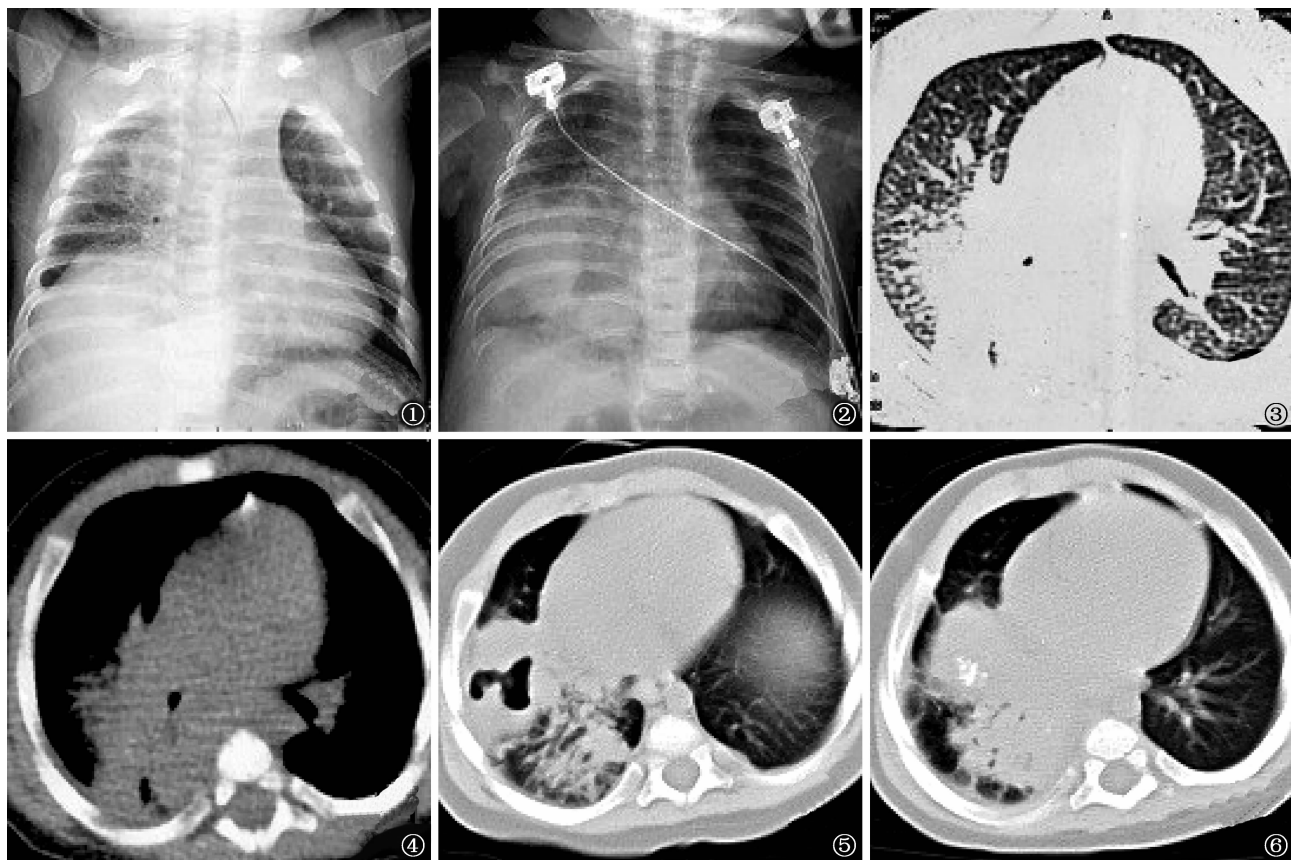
~6 患儿,女,6 月龄。确诊为 MDR-TB,均为 2018 年胸部 X 线摄影(简称“胸片”)或 CT 扫描图像。图 1 为 5 月 9 日胸片检查,可见双肺纹理增粗,右肺透亮度减低,右肺野内中带可见片状阴影。图 2 为 5 月 20 日胸片复查,示双肺渗出减少,右肺上野内中带原片状阴影范围缩小,右肺中下野片状阴影范围增大。图 3、4 为 5 月 20 日胸部 CT 扫描,示双肺粟粒状影、右肺中下叶实变影,胸腔少量积液。图 5 为 6 月 26 日胸部 CT 复查,示右肺下叶不规则厚壁空洞,右肺中叶及下叶实变影。图 6 为 8 月 26 日胸部 CT 复查,示肺内病灶范围较前缩小,右侧胸腔少量积液,右肺下叶空洞渐闭合
